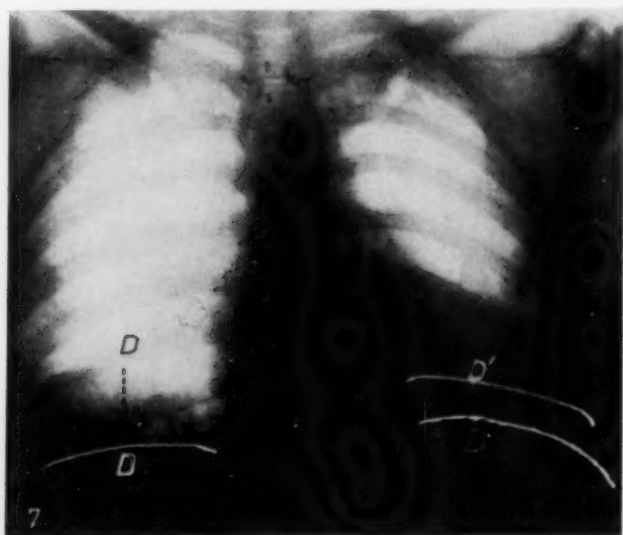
Röntgenogramm mit Doppelexposition der postoperativen Pneumonie des linken untern Lappens. Man beachte die Hebung und verminderte Bewegung des Zwerchfells auf der erkrankten Seite. Die Zwerchfellbewegung rechts mißt 4 cm (D-D). Die Zwerchfellbewegung links mißt  $1\frac{1}{2}$  cm (D'-D').
